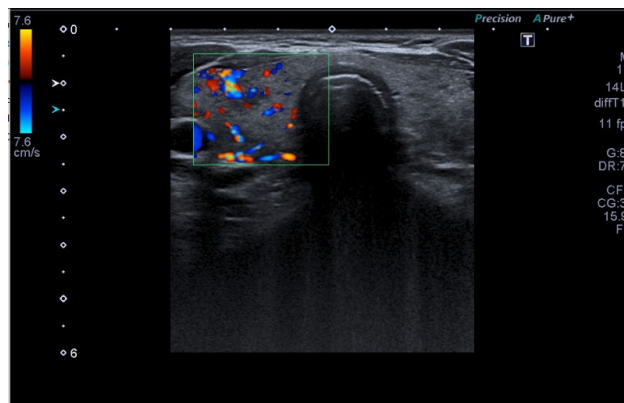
Doppler color o Doppler con flujo en color. Fuente: elaboración propia.
